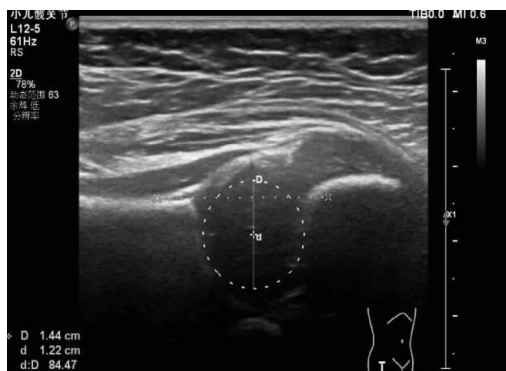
正常髋关节(非 DDH),股骨头直径超声测量
